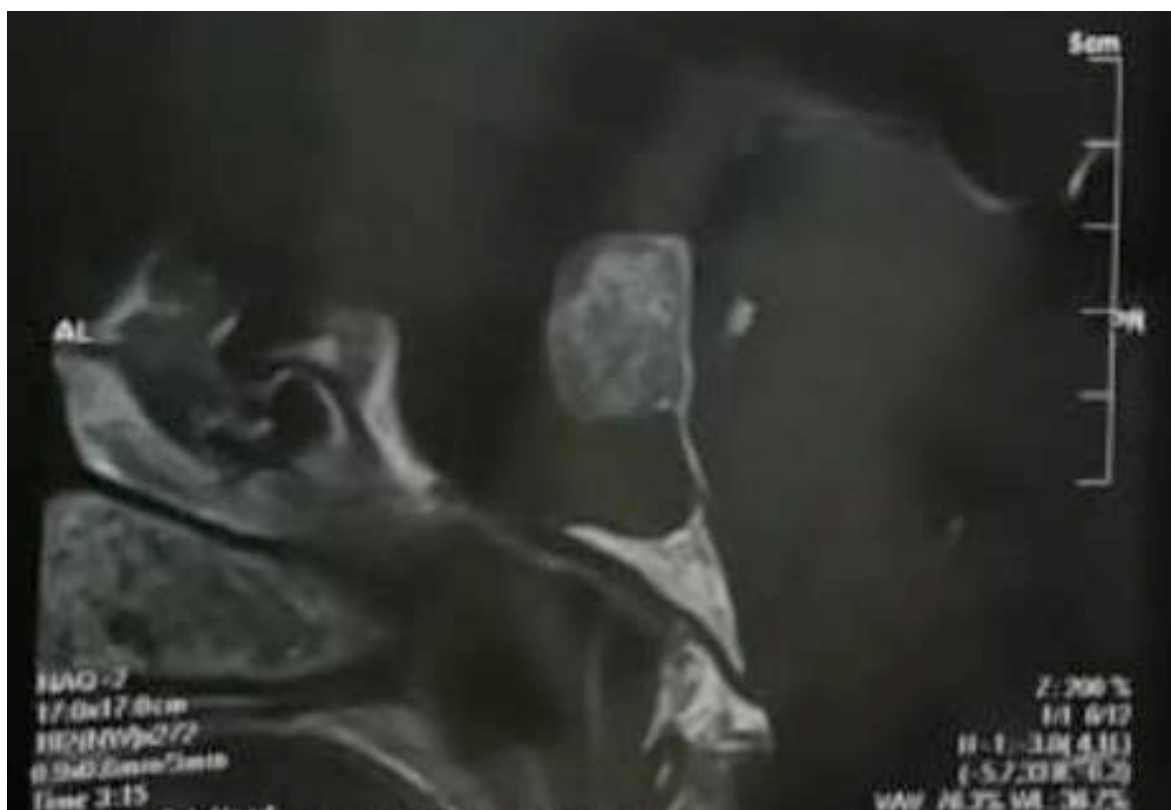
Ressonância magnética da sela túrcica com contraste, corte sagital, demonstrando formação expansiva medindo cerca de 2,1 x 2,0 x 1,6 cm, sugestiva de macroadenoma.
